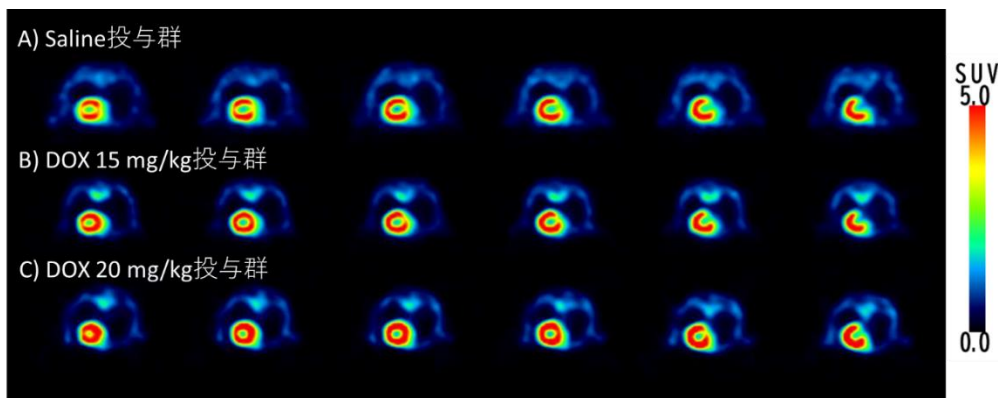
心筋を含むPET断層画像(45-60分間の集積画像)
